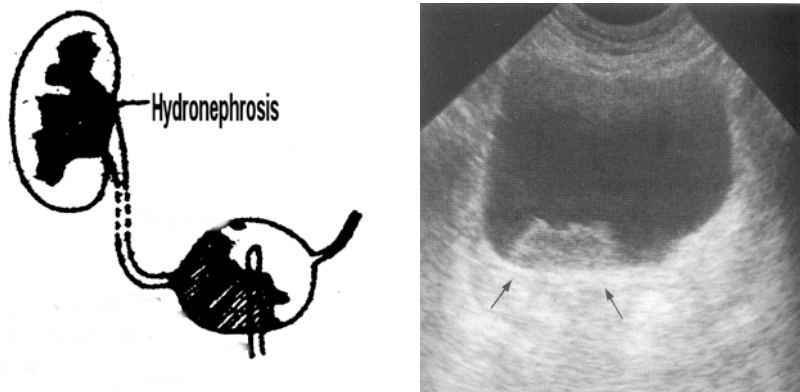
Cancer vezical-ecografie, respectiv cistografie
